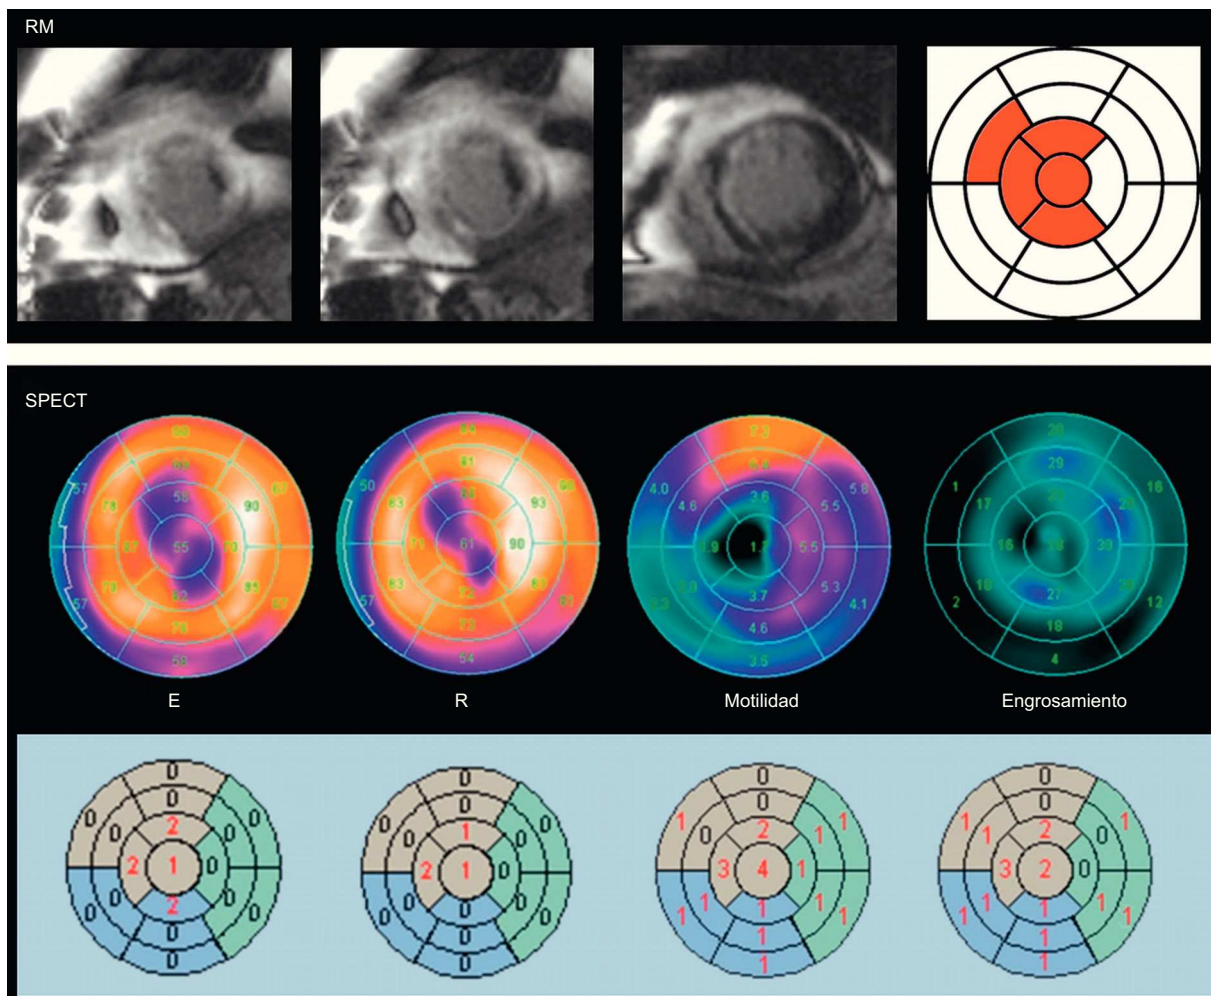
Ejemplo de discordancia respecto a viabilidad entre la resonancia magnética y la tomografía computarizada por emisión monofotónica, en un paciente con infarto de miocardio anterior. El grado de transmuralidad del realce tardío de gadolinio es > 75% en cuatro segmentos (en rojo), mientras que en los mapas polares de la tomografía computarizada por emisión monofotónica se observa reversibilidad entre estrés y reposo, motilidad conservada (puntuación 1-2) y engrosamiento conservado (puntuación 1-2) y en estos segmentos, salvo en el segmento apical (puntuación 4) y el septo apical (puntuación 3). E: estrés; R: reposo; RM: resonancia magnética; SPECT: tomografía computarizada por emisión monofotónica. Esta figura se muestra a todo color solo en la versión electrónica del artículo.
